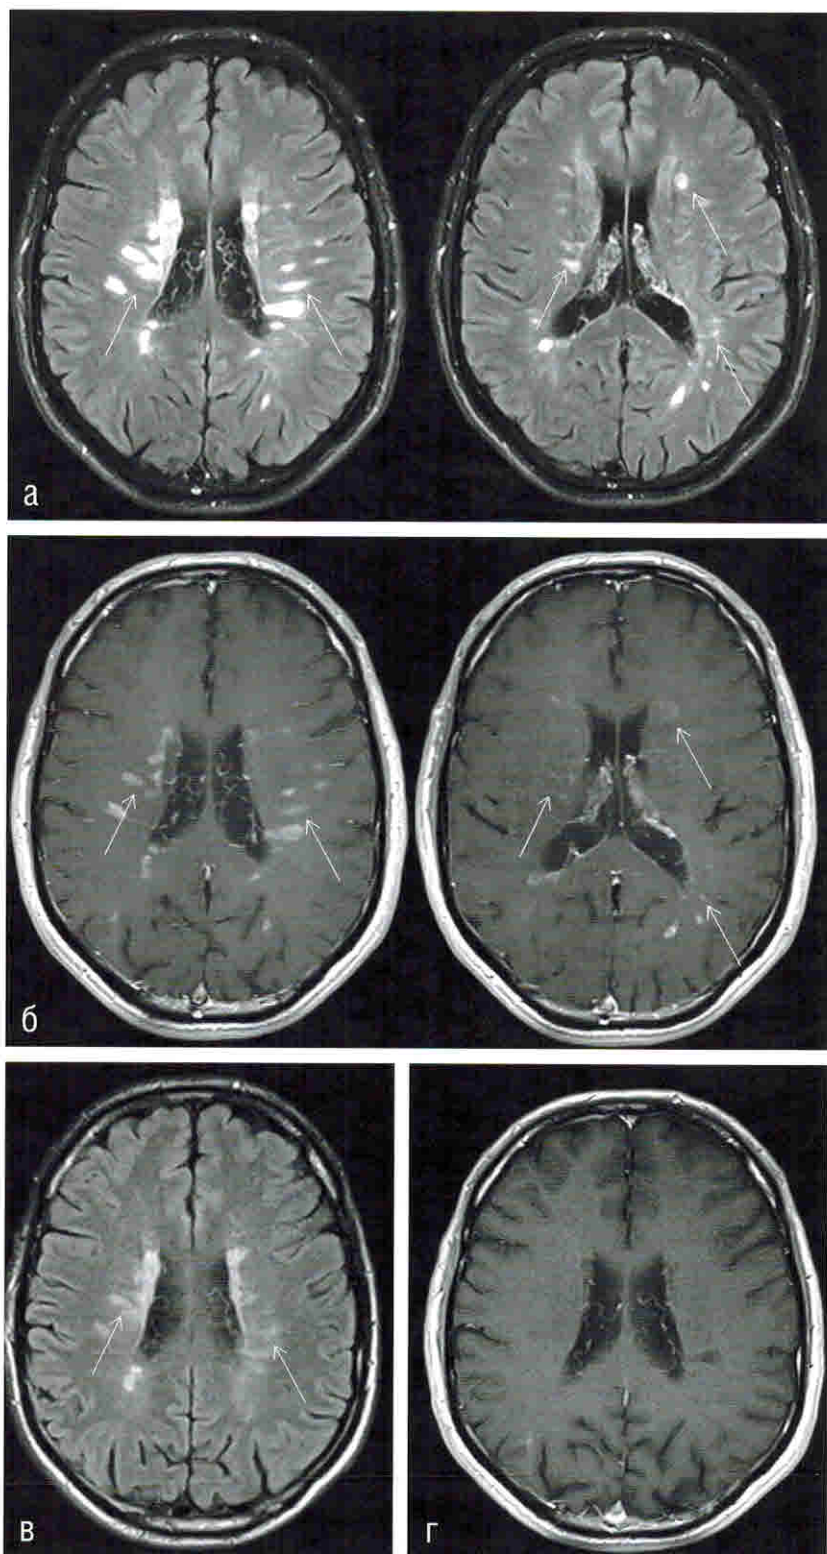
Пациент 57 лет. В конце лета пациент принял препарат Левамизол (торговое наименование Декарис) однократно в дозе 150 мг с целью профилактики паразитарной инфекции. Через неделю развилась слабость в верхних и нижних конечностях, также отмечалась сонливость и общая слабость. При МРТ головного мозга в режиме FLAIR (а) выявляются множественные очаги повышенной интенсивности МР-сигнала, расположенные относительно симметрично в перивентрикулярном, глубоком и субкортикальном белом веществе полушарий большого мозга. На T1-ВИ после введения контрастного средства (б) все очаги демонстрируют его патологическое накопление. Через месяц после проведенной терапии сохраняются очаги на FLAIR-взвешенных изображениях (в), однако отсутствует патологическое контрастирование на T1-ВИ (г).
